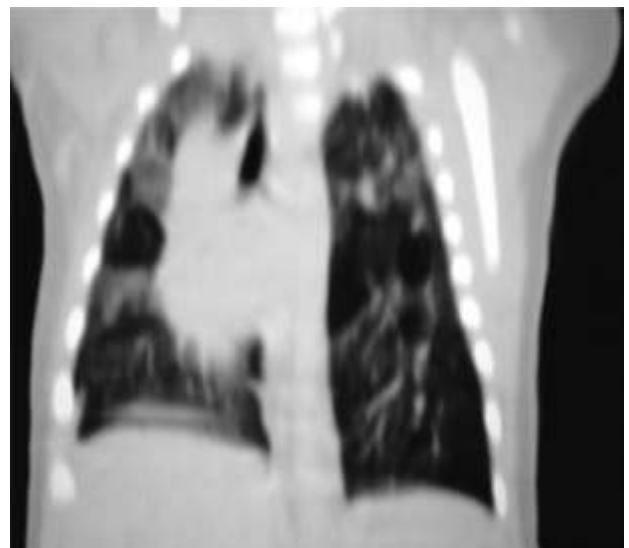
Tomografía de tórax reconstrucción coronal: Imágenes quísticas de ubicación difusa que comprometen el parénquima pulmonar con infiltrado intersticial alrededor de dichas lesiones
